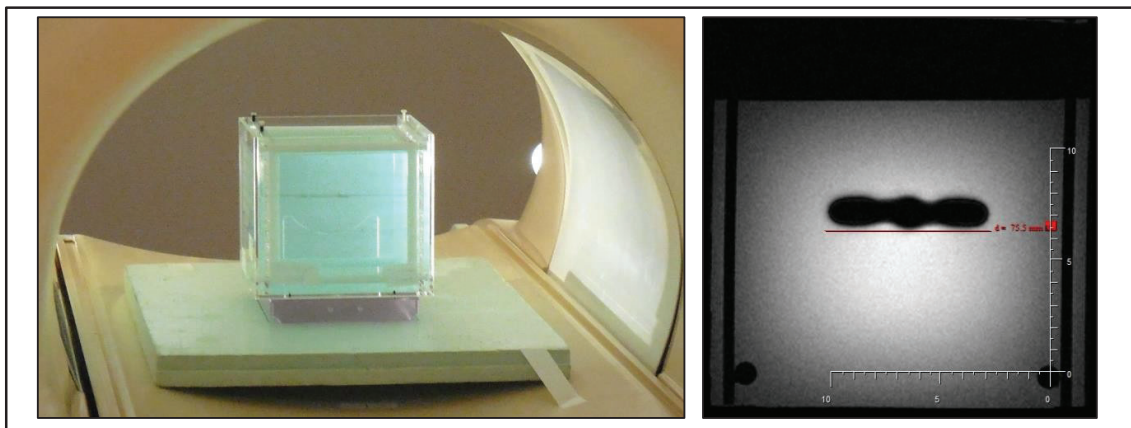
左：ASTM F2119アーチファクト測定のための試験セットアップ。硫酸銅溶液が満たされた容器。RFIDタグは、 B_0 に垂直になるように溶液内に配置されている。右：GREシーケンスによる横断面MRI画像。アーチファクトまでの距離が測定されている。
